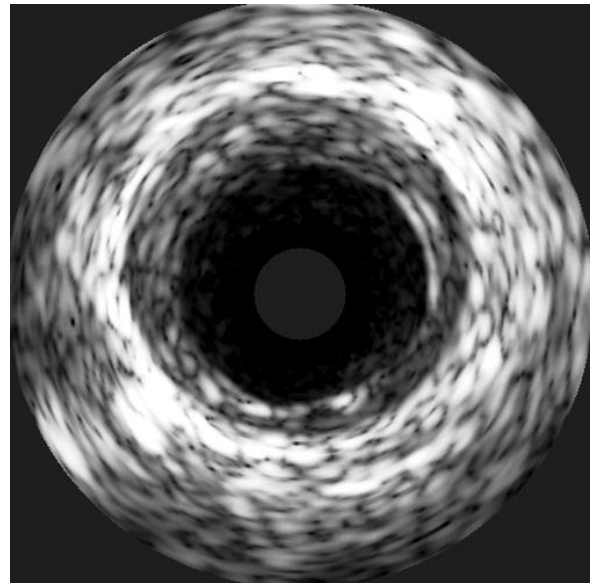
Тот же сегмент по данным ВСУЗИ – определяется атеросклеротическая бляшка.
